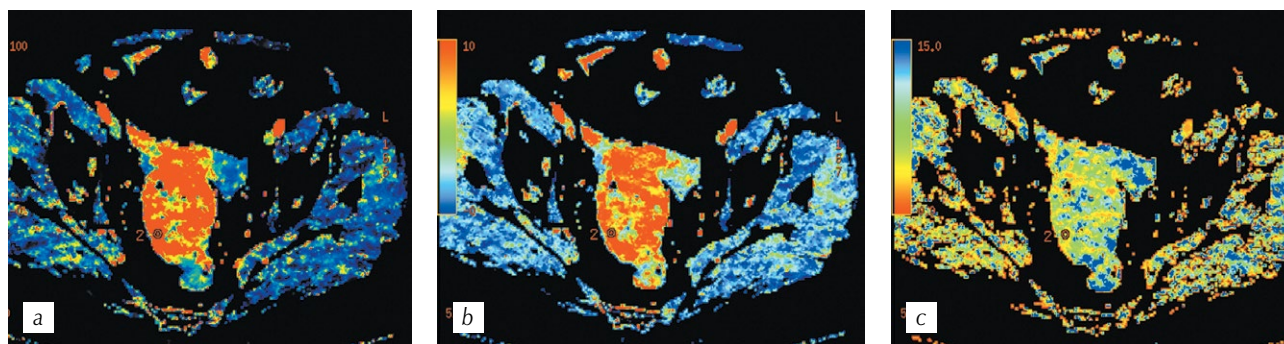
Перфузионная компьютерная томография. Цветные параметрические карты: *a* — объем кровотока; *b* — скорость кровотока; *c* — среднее время прохождения контрастного вещества. Определяется высокая васкуляризация опухоли ректосигмоидного отдела толстой кишки в метке ROI 2
